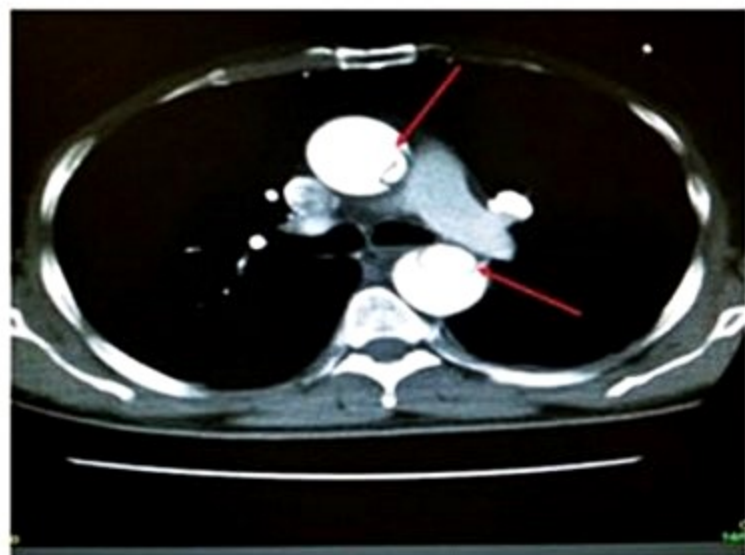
Angiotomografia de aorta. As setas vermelhas apontam a lâmina de dissecação na aorta torácica ascendente e descendente, em paciente com dissecação aguda de aorta.
